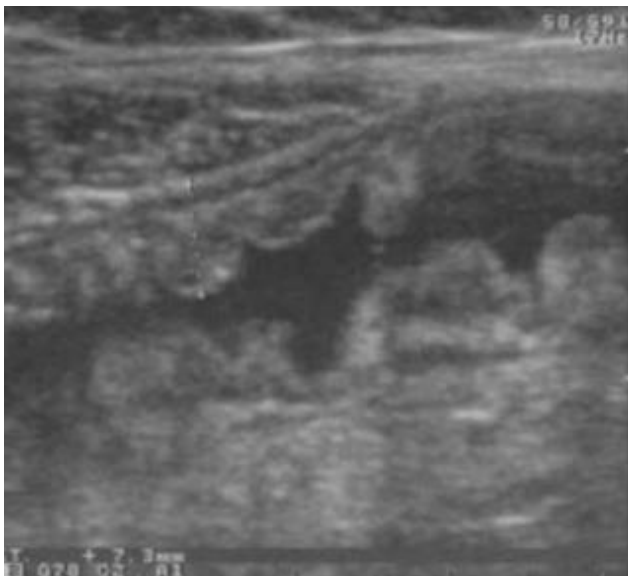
Sonographische Darstellung des Ileums nach oraler Kontrastmittelaufnahme mit typischem Pflastersteinrelief (Parente et al., 2004)
